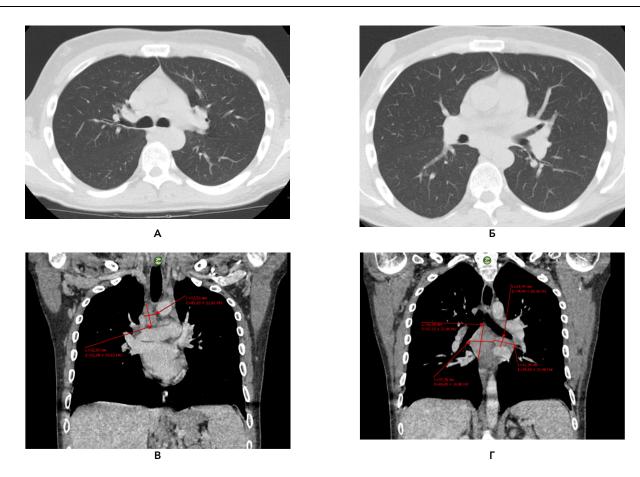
КТ органов грудной полости. Стрелками указаны участки лимфаденопатии и конгломераты лимфатических узлов (медиастинальных, парааортальных, чревных и мезентериальных)
